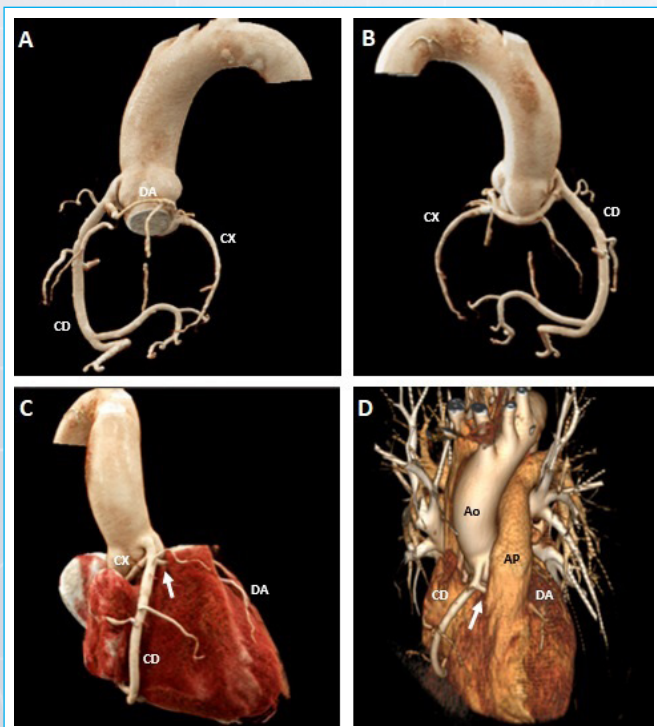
Angiotomografía coronaria VRT. A-B: Se observa ausencia de ostium coronario izquierdo, con presencia de arteria coronaria única con nacimiento en ostium coronario derecho del cual emergen la CD, DA y CX. C-D: Se observa curso retro-aórtico de CX y trayecto inter-arterial de DA (flecha).
